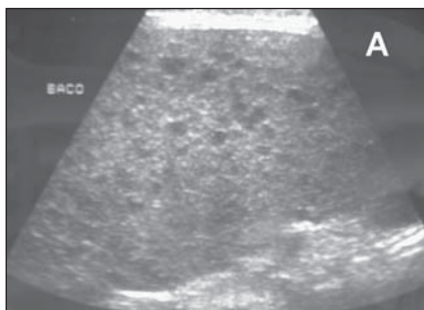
Microabscessos fúngicos vistos em dois pacientes com AIDS, caracterizados por micronódulos hipocogênicos ao US (A) e hipocaptantes à TC com contraste venoso (B).
